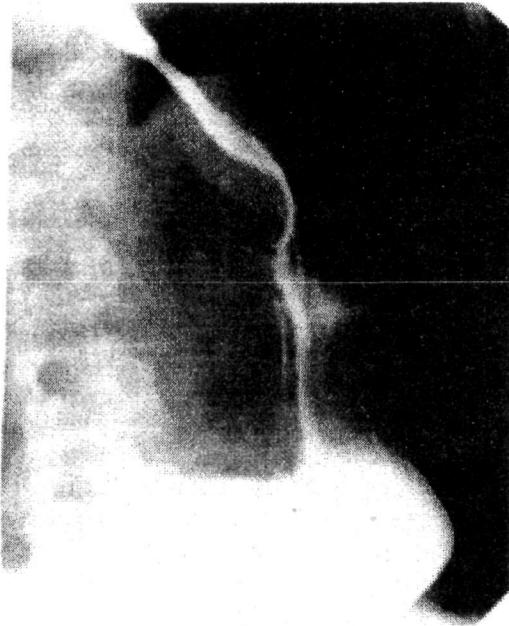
Рентгенография пищевода и желудка больного К.
